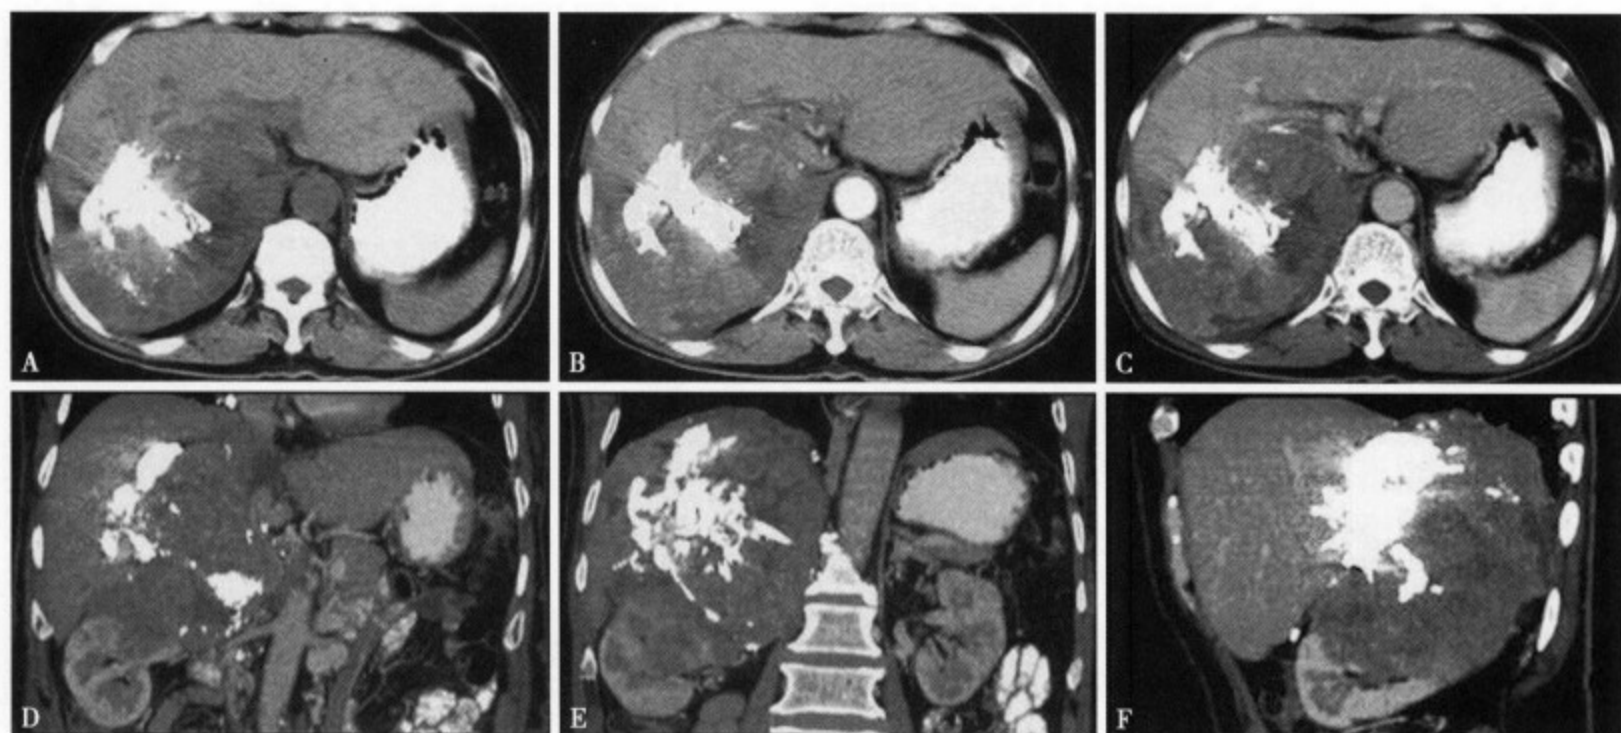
患者男, 62 岁, 肝癌介入术后一年复查。CT 平扫 (A)、增强动脉期 (B) 及门静脉期 (C) 图像, 见肝右叶巨大占位病变, 病变内高密度碘油沉积, 碘油周围病灶平扫为稍低密度, 增强扫描动脉期强化, 门静脉期呈稍低密度。(D)、(E)、(F) 分别为冠状位及矢状位重建图像, 可见右肾受侵犯及腹膜后淋巴结转移
